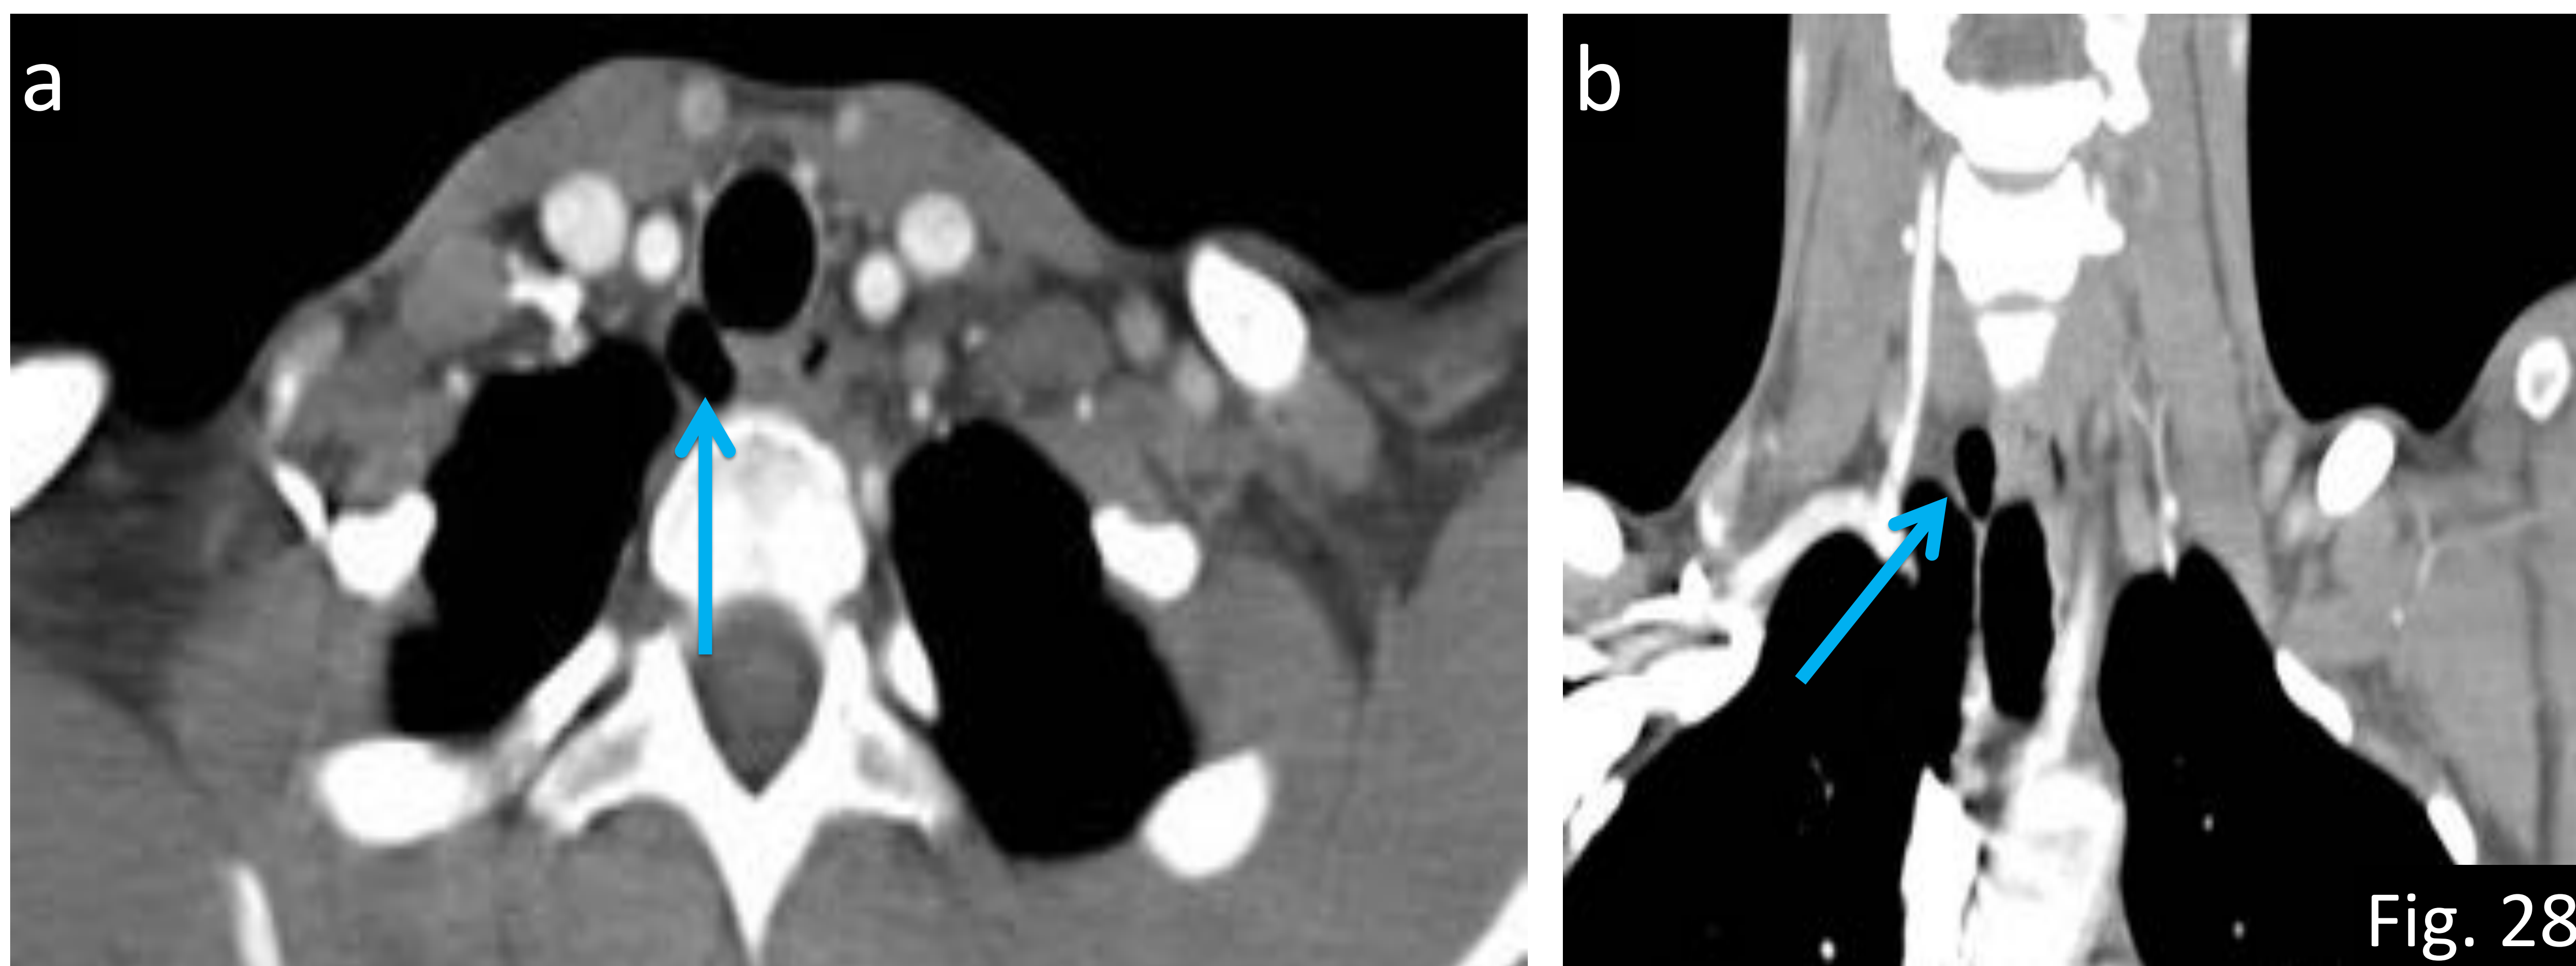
Divertículo traqueal: generalmente es un hallazgo incidental que puede simular neumomediastino. Típicamente está localizado en la pared traqueal postero-lateral y frecuentemente a la entrada del tórax (flechas en a) TC axial y b) TC coronal con CIV).
